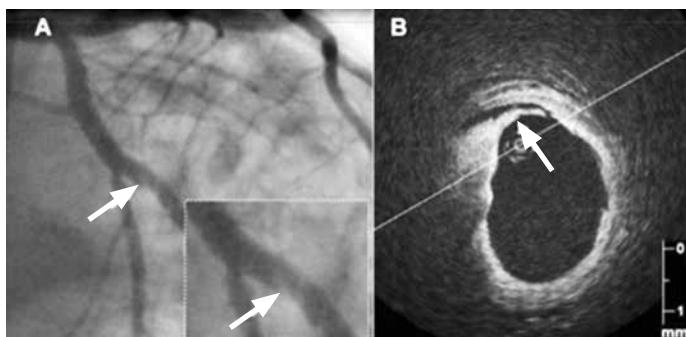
Диссекція (рассечение) внутренней оболочки коронарного сосуда при установке стента: А – коронарная ангиография, В – оптическая когерентная томография (адаптировано по Alfonso F. и соавт.)
